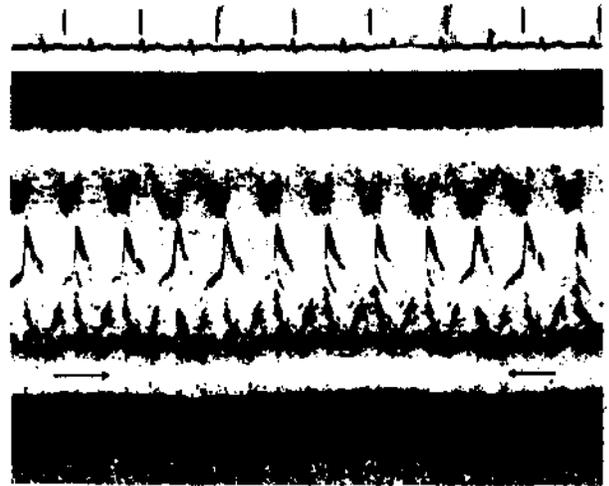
Ecocardiograma Modo M en una paciente con EMTC, que ejemplifica el derrame pericárdico (moderado) frecuentemente observado en estos padecimientos (señalado por las flechas).
